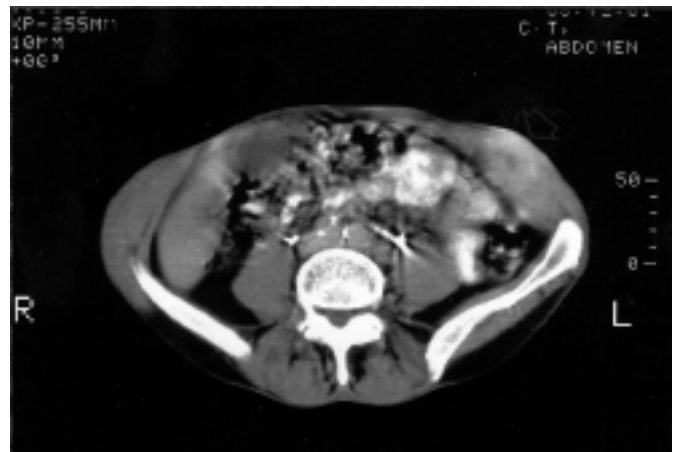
TAC abdominal que demuestra una masa localizada entre los músculos oblicuos externo e interno izquierdos sin afectación de vísceras adyacentes.
